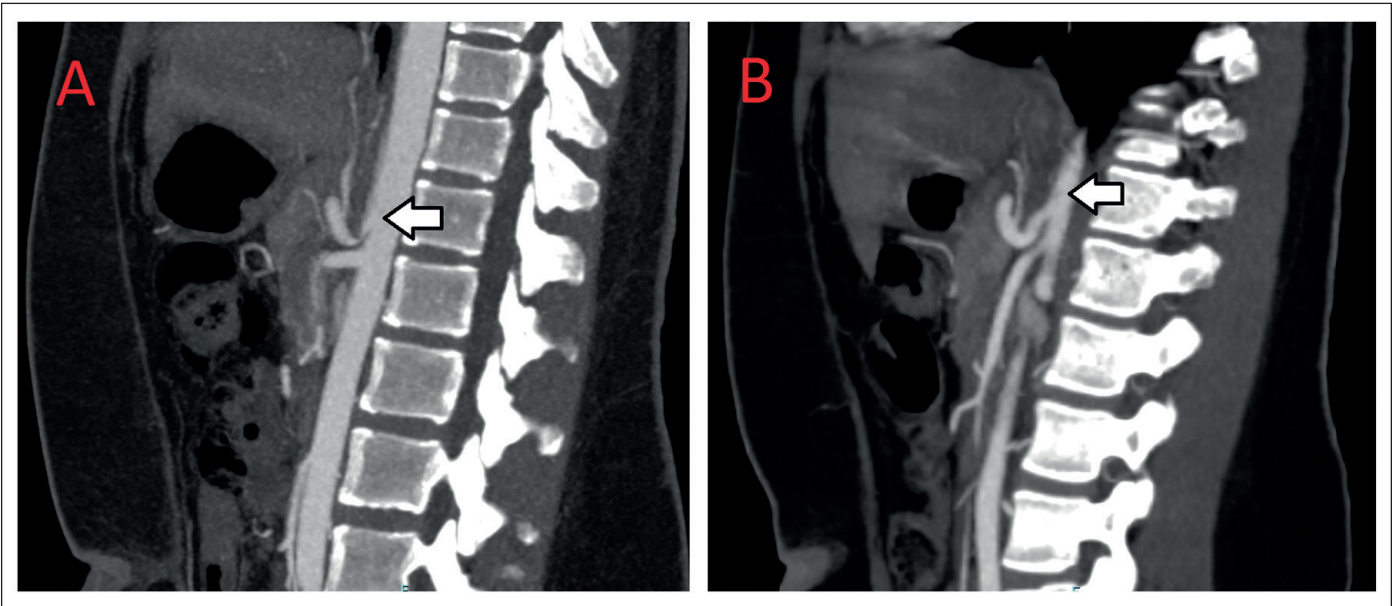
Tomografía axial computarizada: A) compresión de tronco celíaco por ligamento arcuato en preoperatorio. B) Compresión resuelta del tronco celíaco en postoperatorio.
